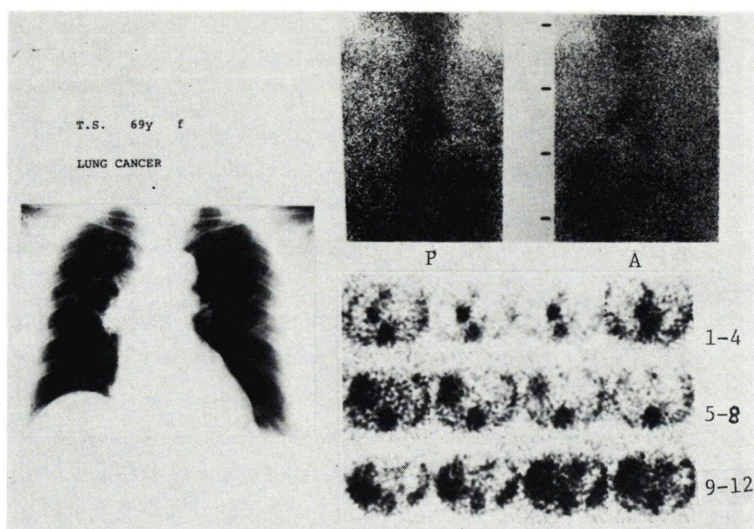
A 69-year-old female with small cell carcinoma of the lung. Chest X-ray shows the right hilar mass and the cavity in S-3. Conventional anterior and posterior images demonstrate abnormal accumulation in the hilar region extending to the lower part of the lung. Serial transaxial reconstructed images reveal diffuse abnormal area in the right lower lung field and the intrahepatic concentration besides the abnormalities corresponding to the tumor shadow which is observed by the roentgenogram. In this case, ECT yielded much more information concerning the tumor localization and extension than conventional imagings.
